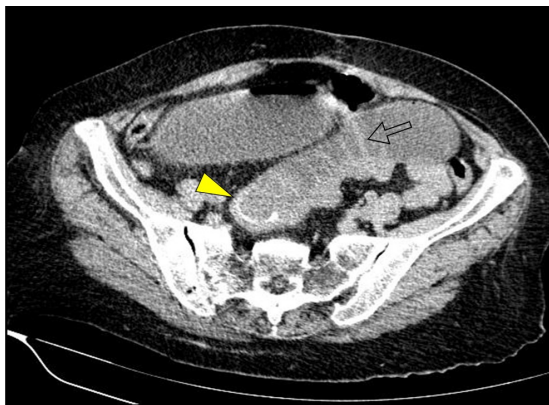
TC de abdome não contrastada, no plano axial, em cortes de abdome inferior, visualizando-se parcialmente o cálculo proveniente da vesícula biliar no interior da alça jejunal (cabeça de seta amarela) e a distensão jejunal com marcada visualização de válvulas coniventes (seta vazada).
